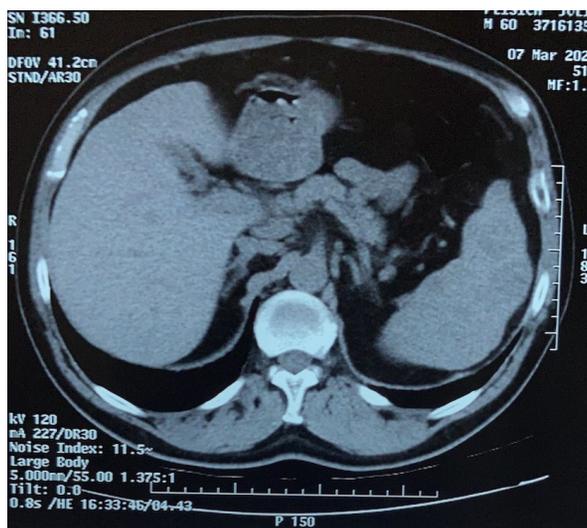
Tomografía de abdomen y pelvis. Corte axial. Esplenomegalia. Bazo con nódulos sólidos.
